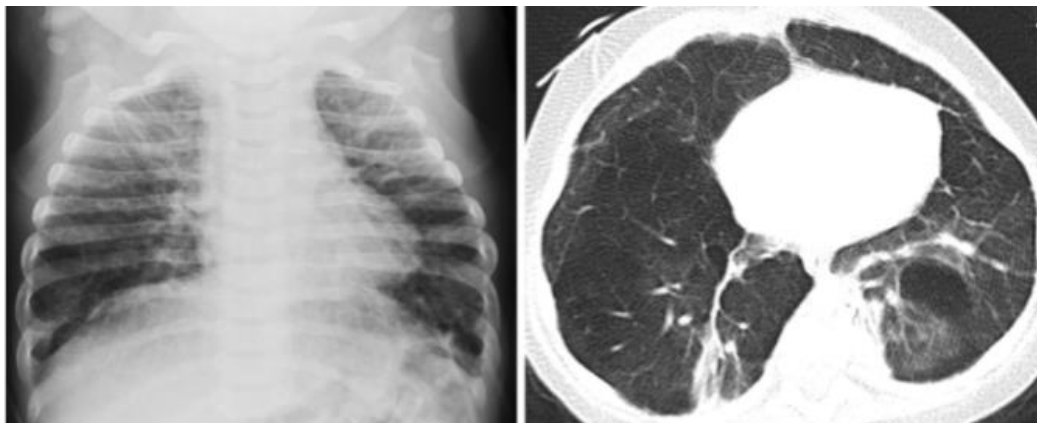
Bronchopulmonale Dysplasie (Röntgen- und CT-Befunde)³¹
